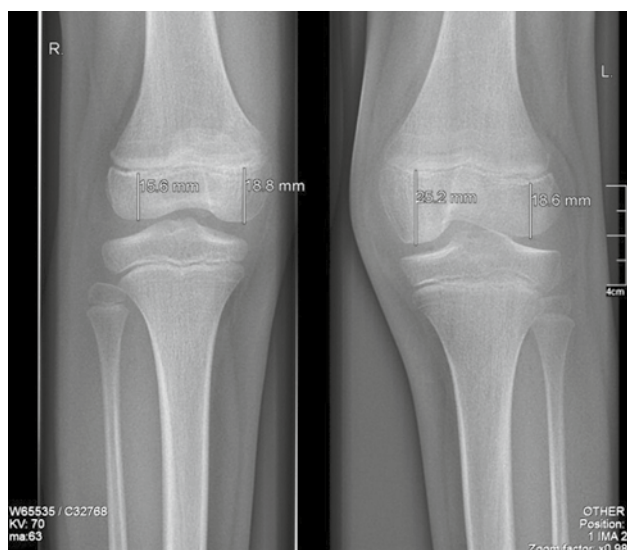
Рентгенография коленных суставов, выполненная в апреле 2022 г.
